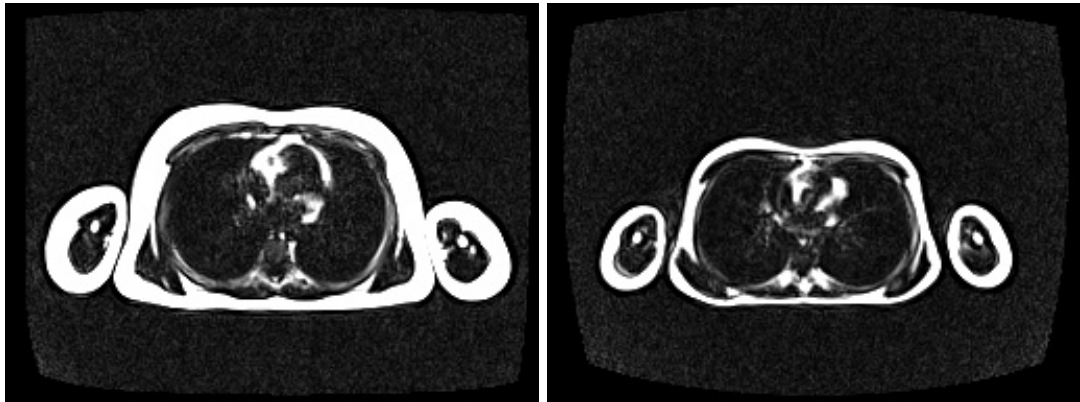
RM de paciente con obesidad extraída del grupo de prueba, corte axial a la altura de los pulmones y del corazón (izquierda), RM de paciente con normo peso extraída del grupo de prueba, corte axial a la altura de los pulmones y del corazón (derecha).
